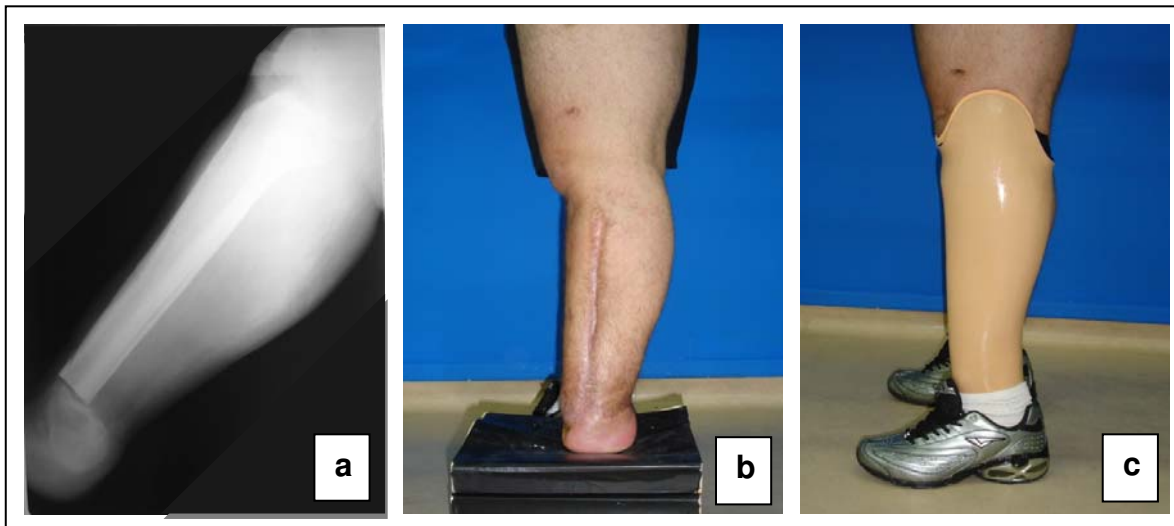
Radiografia em Perfil com fusão do calcâneo à tibia
